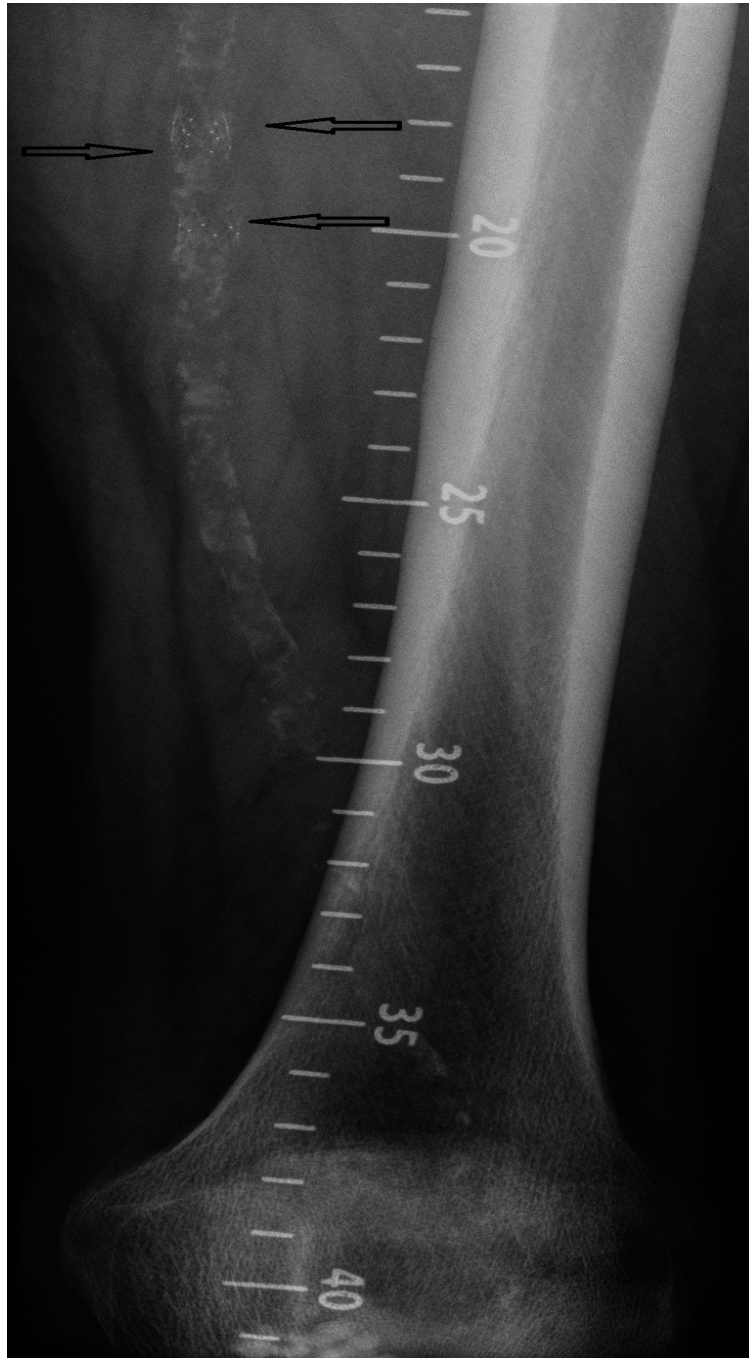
Röntgenaufnahme der behandelten Ziel-Läsion nach 12 Monaten
